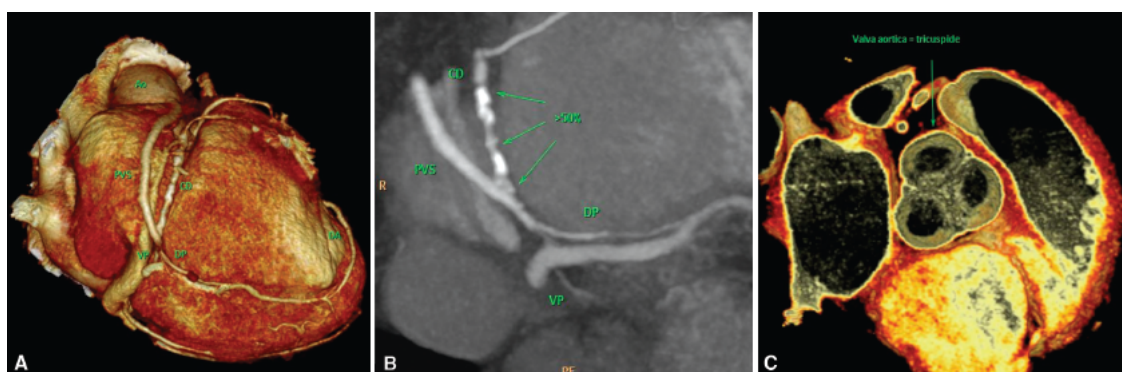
Ressonância magnética. A. Reconstrução tridimensional do coração. B. Corte da coronária direita calcificada com uma ponte de veia safena. C. Corte transversal para estudo da válvula aórtica. Ao: aorta; CD: artéria coronária direita; DA: artéria descendente anterior; DP: artéria descendente posterior; PVS: ponte de veia safena; VP: veia pulmonar.
